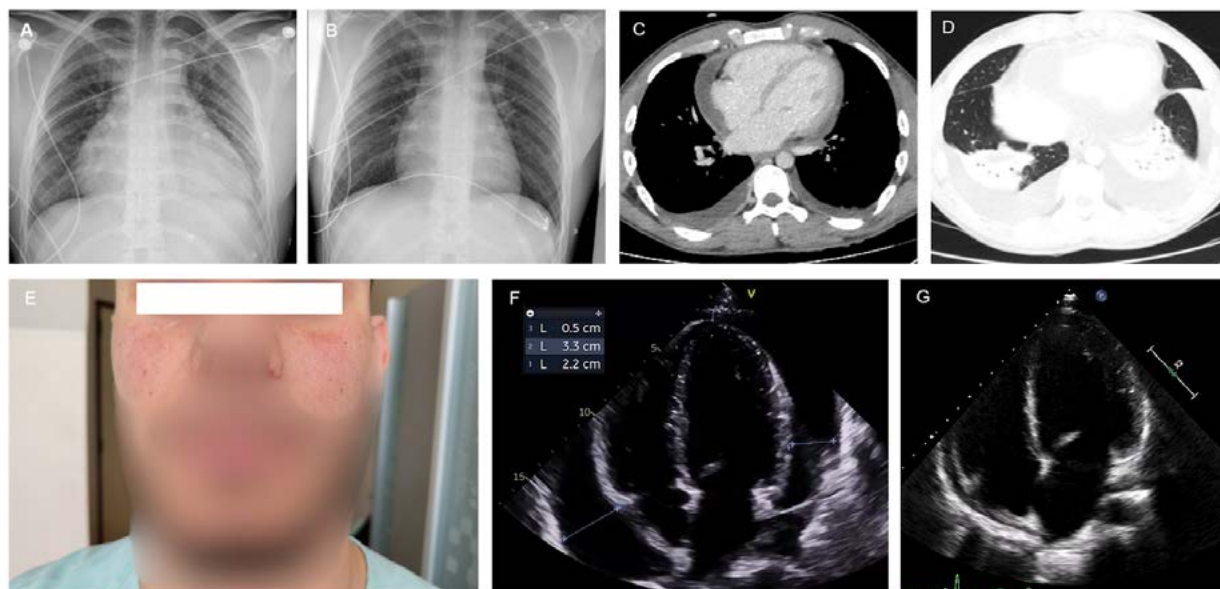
Radiografía al ingreso y al alta (A-B); TC con pleuro-pericarditis residual tras drenaje pericárdico (C-D); Sutil exantema malar (E); ETT al ingreso y alta mostrando evolución del derrame pericárdico (F-G).
